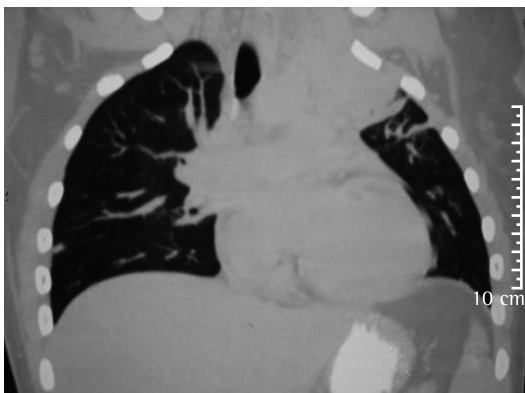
TC de tórax da janela pulmonar.
